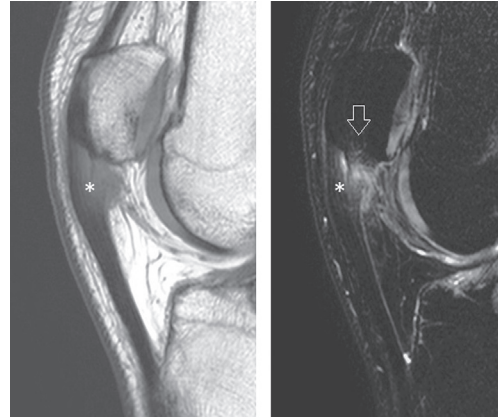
Enthésopathie patellaire proximale en IRM : acquisition sagittale pondérée T1 et T2 avec saturation de la graisse. Aspect épaissi des fibres tendineuses proximales (astérisques) en hypersignal T1 et T2 s'étendant à la partie superficielle du Hoffa. Noter sur la pondération T2 l'œdème osseux de la pointe de la patella (flèche).
